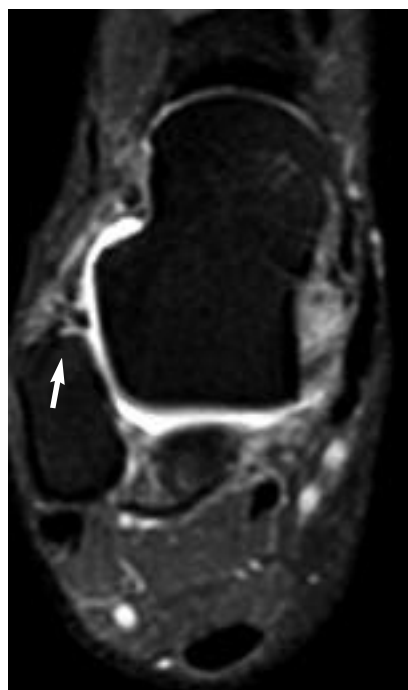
Síndrome de atrapamiento anterolateral en un paciente con antecedente de esguince de tobillo. Corte axial potenciado en T1 con técnica de supresión grasa tras administración de gadolinio endovenoso (RM indirecta). Engrosamiento nodular fibroso en el canal anterolateral, en situación profunda al LPAA (flecha).
